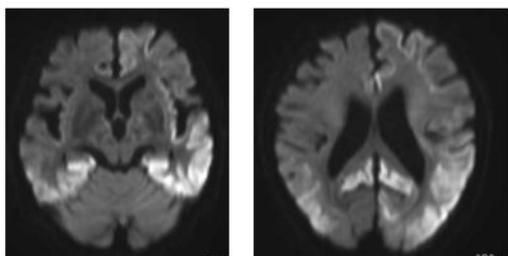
家系内発症 V180I 変異例の兄：脳 MRI
